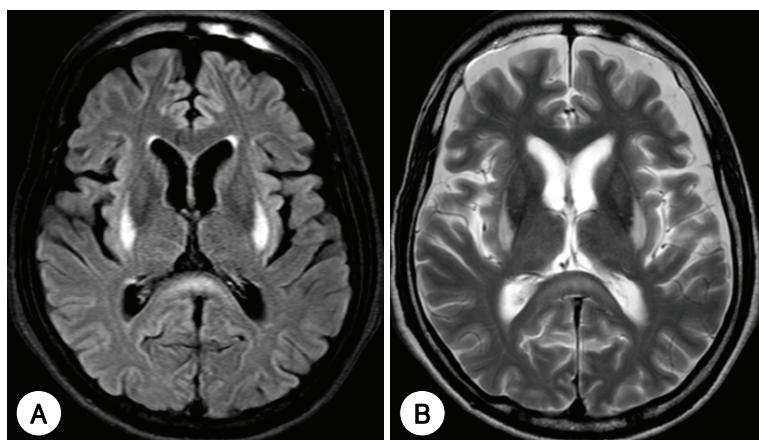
MRI images on admission. FLAIR image(A) T2-weighted image(B). Symmetrical increased signal intensity in posterolateral portion of bilateral ba-sal ganglia and ill-defined increased signal intensity in splenium of corpus callosum are noted.
